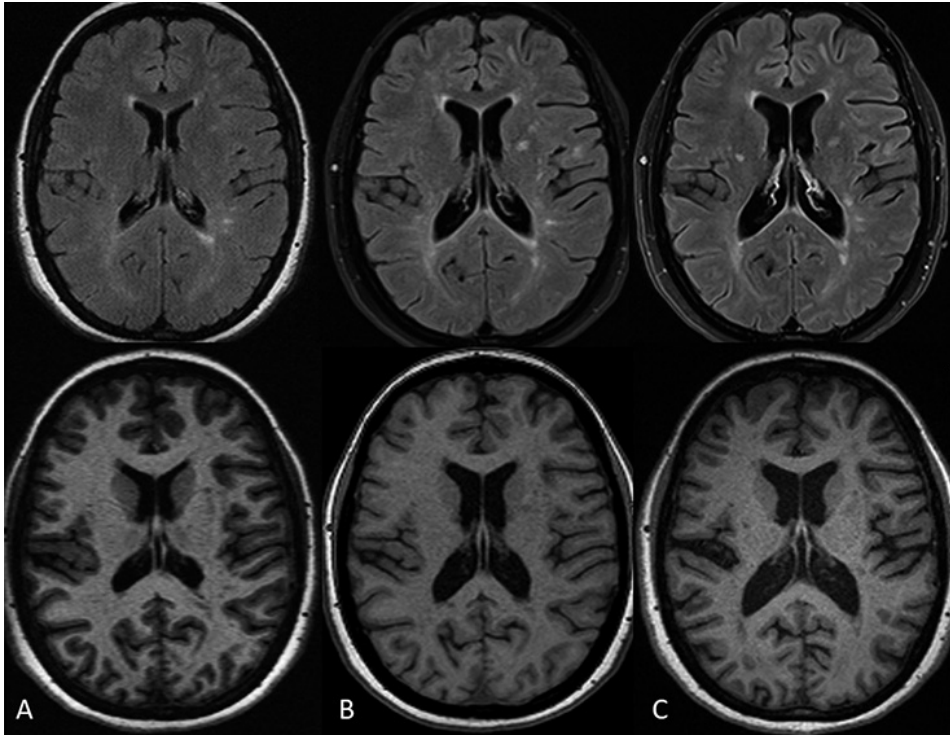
Imágenes T2-FLAIR (fila superior) y T1 (fila inferior). Estudios obtenidos con periodicidad bienal (A, B y C) en paciente diagnosticado de esclerosis múltiple. Obsérvese la progresión en el volumen lesional en T2 y en el grado de atrofia cerebral (aumento del tamaño ventricular).
